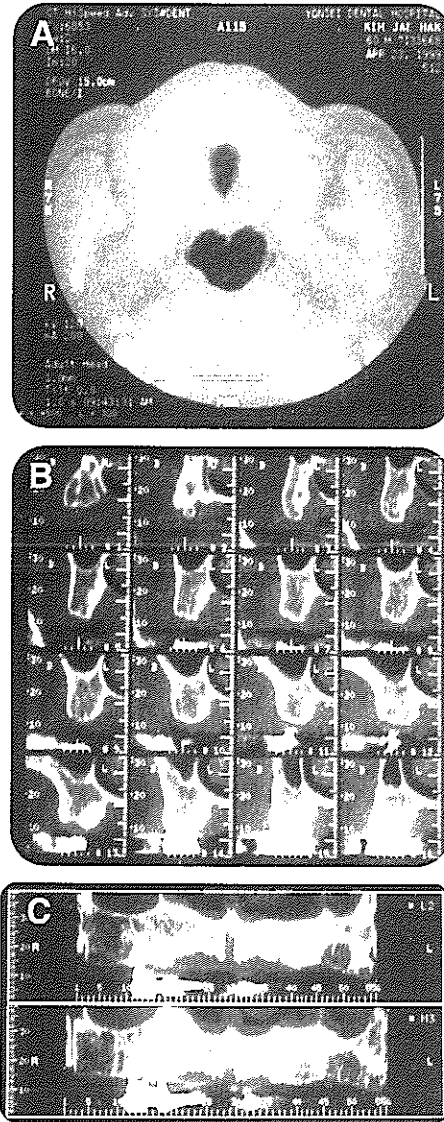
CT 횡단면 영상 (A), CT 영상재구성 절단면 영상 (B), CT 영상재구성 파노라마 영상 (C)에서 골의 질을 종합적으로 면밀하게 파악할 수 있다.
